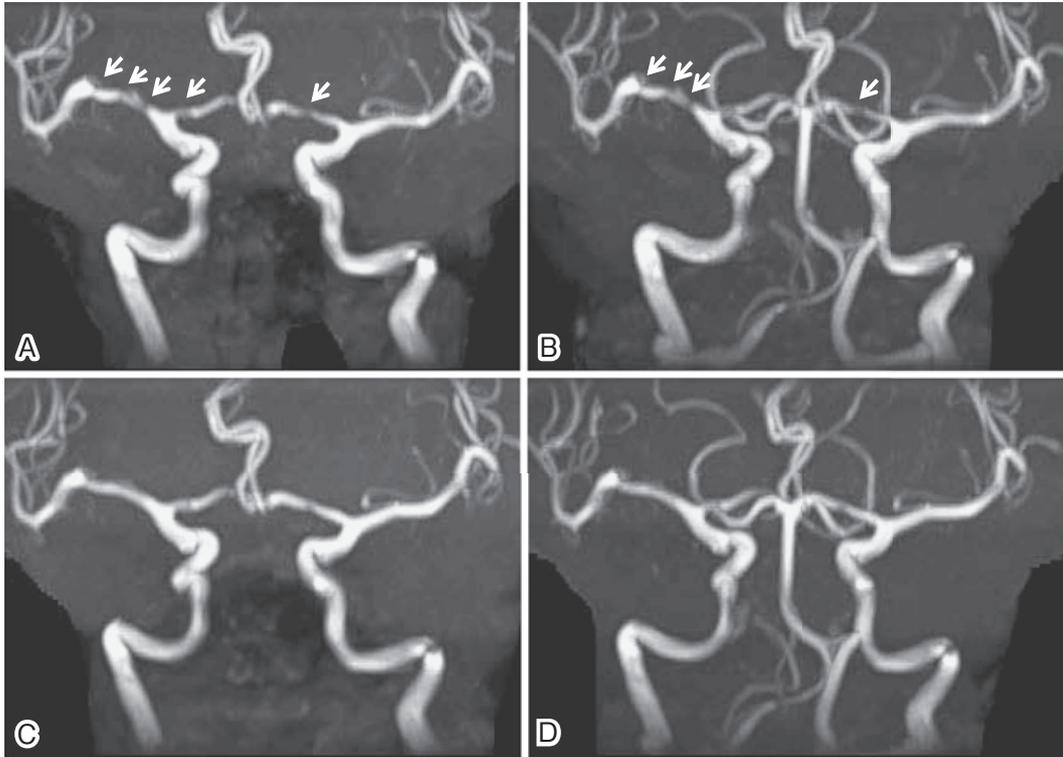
Magnetic resonance angiography (3D-TOF: Matrix size 256×231, TR 24ms, TE 7.2ms) of this case.
